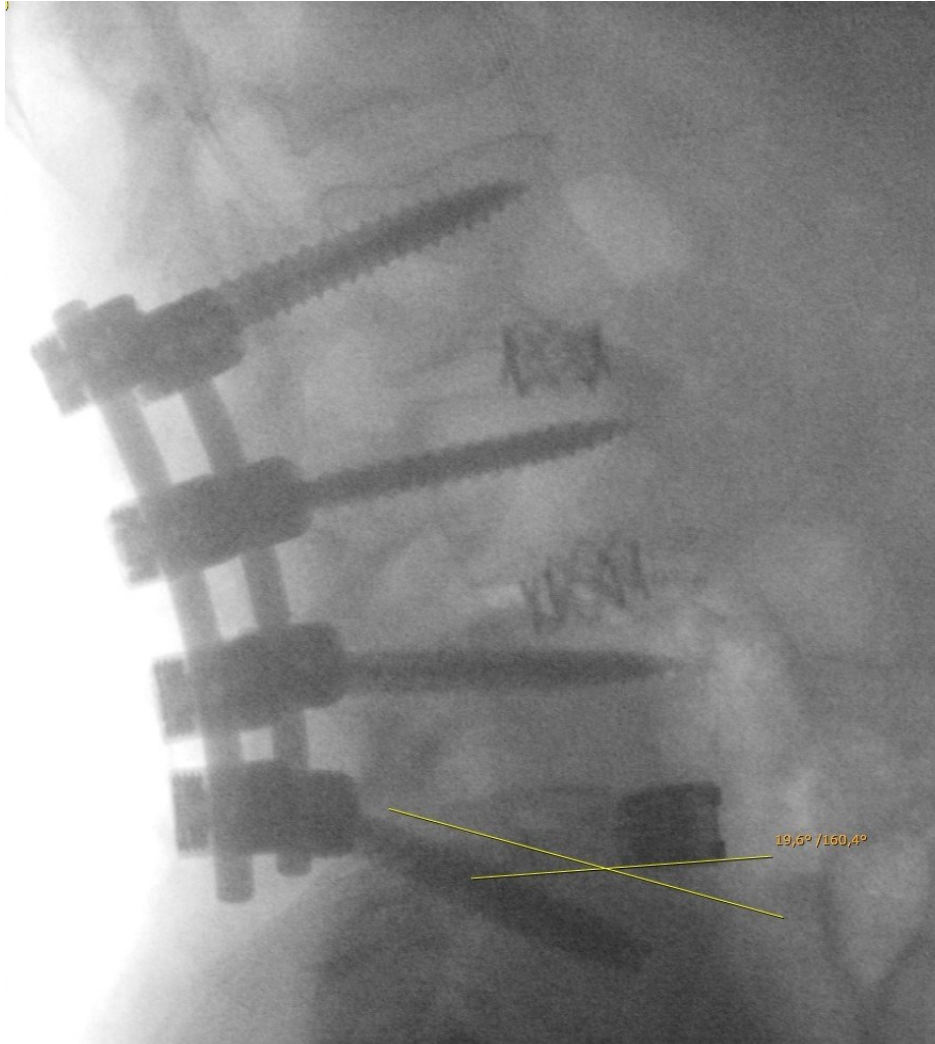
postoperatives Röntgenbild seitlich nach Cageimplantation im Rahmen einer degenerativen Spondylolisthese L4/5. Bei kompletter Reposition im Gleitsegment sieht man, dass sich der Cage durch die Reposition um 19,6 ° verkippt hat.
